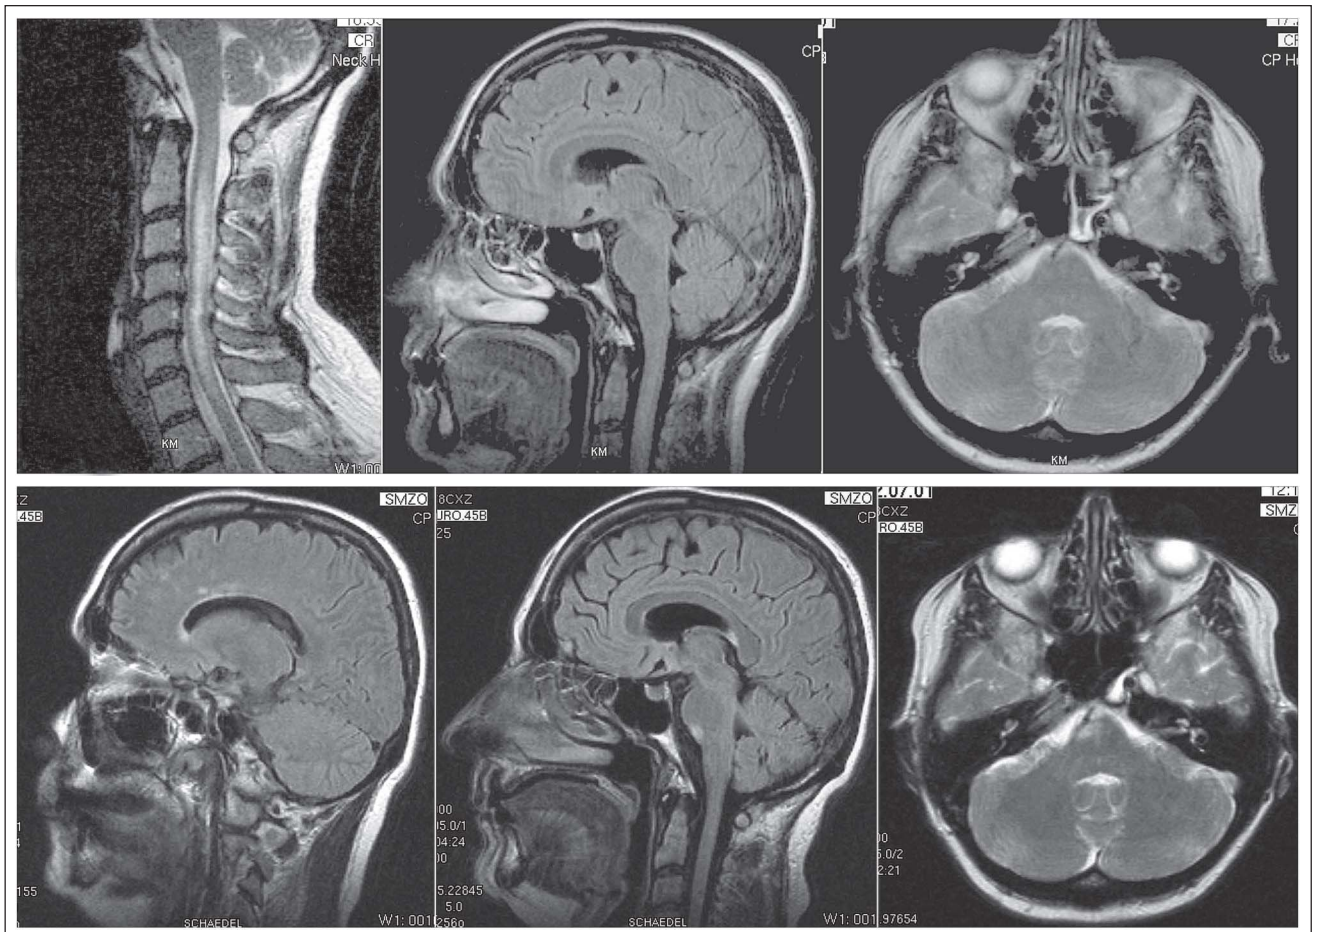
Oben: MRT einer 55-jährigen Frau mit Erstmanifestation einer Neuromyelitis optica. Charakteristisch langstreckige Läsion im Halsmark ohne zusätzliche zerebrale Läsionen (T2-gewichtete Sequenzen). Unten: MRT derselben Patientin drei Jahre später: Klinisch stumme MRT-Läsionen periventrikulär und im Hirnstamm.
